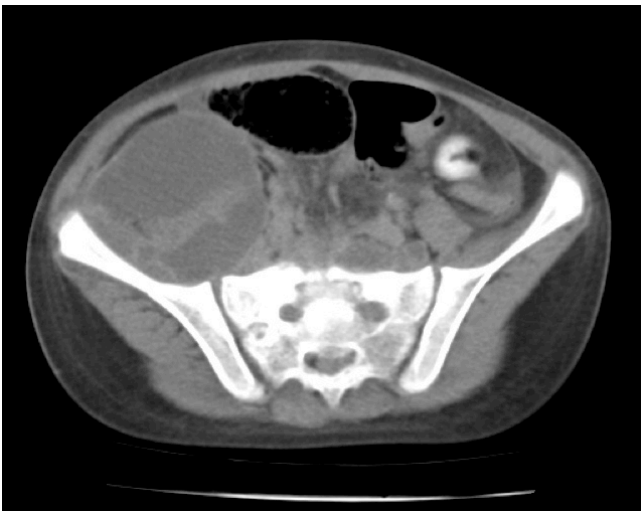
TC: absceso del psoas derecho. Fuente: Documento obtenido durante la realización del estudio.
